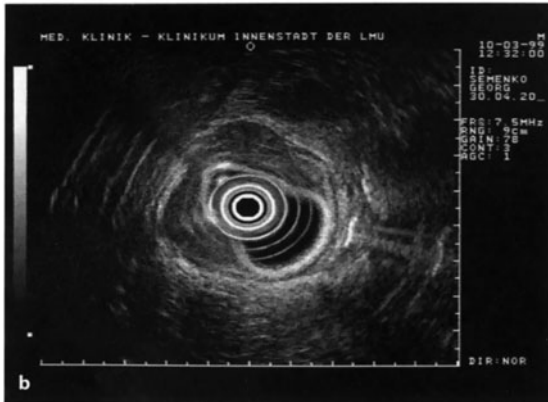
Stenosierendes, ulzeriertes Karzinom im Antrum ventriculi mit aufgeworfenem Randwall (Endoskopie). b Wandverdickung mit Aufhebung der Schichten über 2/3 der Zirkumferenz, Serosa nicht eindeutig überschritten (T3; Endosonographie)
